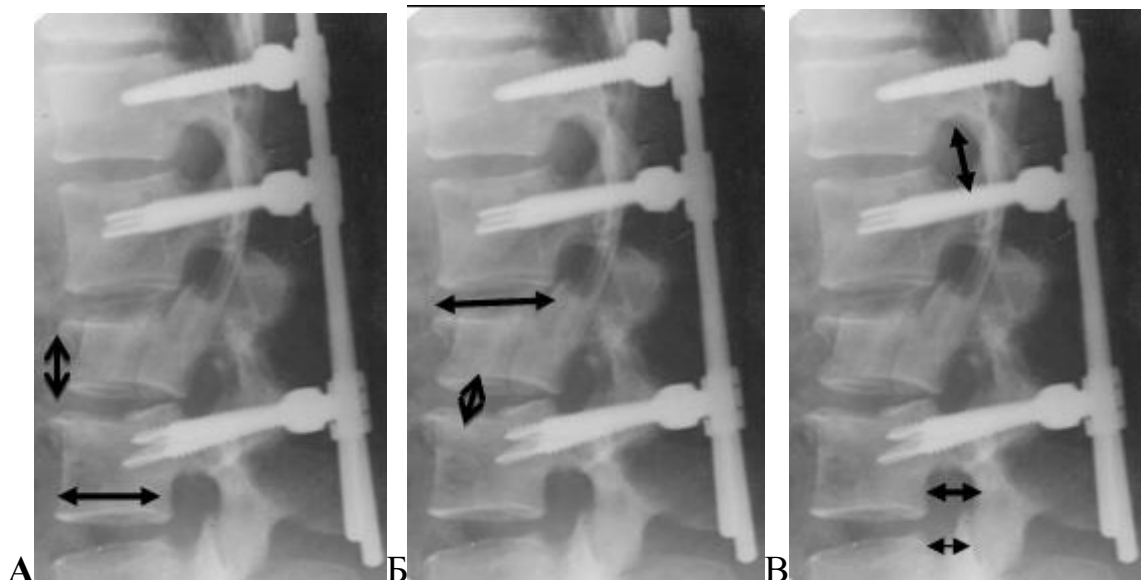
Стандартні рентгенологічні планіметричні показники на спонділограмі поперекового відділу хребта, бокова проекція. А — розміри тіла хребця; Б — міжхребцевого диску; В — міжхребцевого отвору
